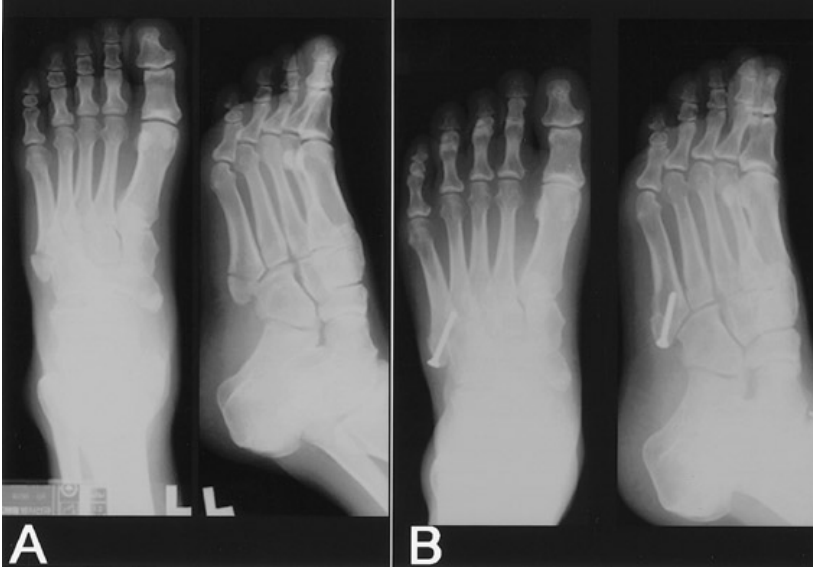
43 year old male patient. (A) Preoperative radiograph shows intra-articular avulsion fracture on the fifth metatarsal with moderate displacement. (B) Postoperative 35 days radiography shows the cannulated screw fixation state and the bony union.
